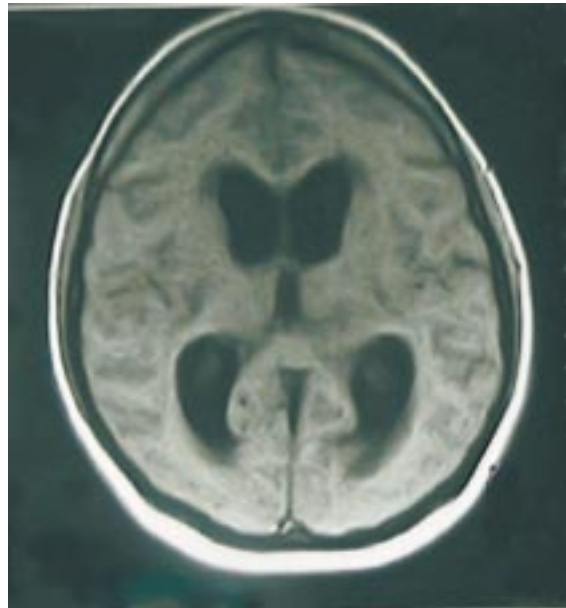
Resonancia magnética de cerebro. Corte axial en T1, simple: dilatación del sistema ventricular de predominio en los ventrículos laterales y tercer ventrículo.
